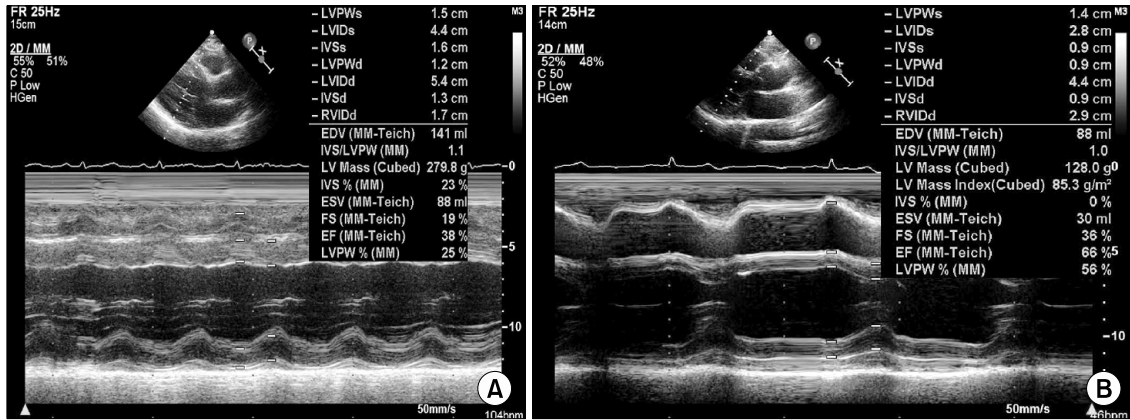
Transthoracic echocardiography (M-mode echocardiography) shows decreased ejection fraction (38%) (A). Follow-up transthoracic echocardiography shows improved ejection fraction (66%) than before (38%) (B).
